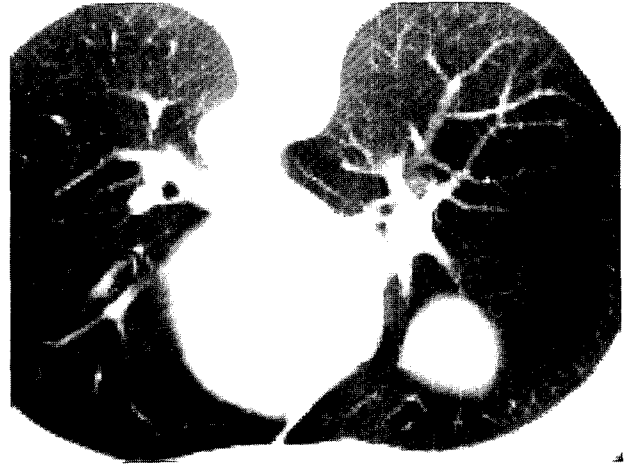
The chest CT findings : A well demarcated round mass is noted in the right middle lobe.
